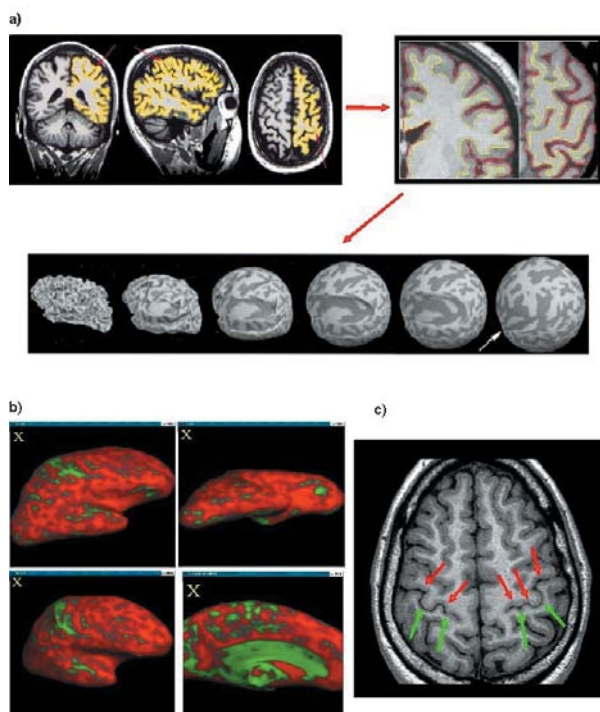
Representation of the MRI processing. a) Segmentation of the Cortex/White matter interface in the volumetric MRI. In yellow are represented the points defining the surface of intersection, corresponding to the inner limit of the cortex. Expansion of the previous surface until the central spinal fluid defines the outer surface of the cortex (red). Below is represented the process of inflation of the cortical surface to allow visualization of the areas within the sulci. b) Inflated representation of a hemisphere with different orientations in space to improve visualization. In color is represented the cortical thickness, which increases from green to red. The image can also be zoomed in (lower right) and the color scale changed. c) Slice demonstrating the extremes of cortical thickness in the normal brain (rolandic sulcus). The motor cortex (red arrows) being the thickest, while the one from the primary sensory areas is the thinnest (green arrow).
